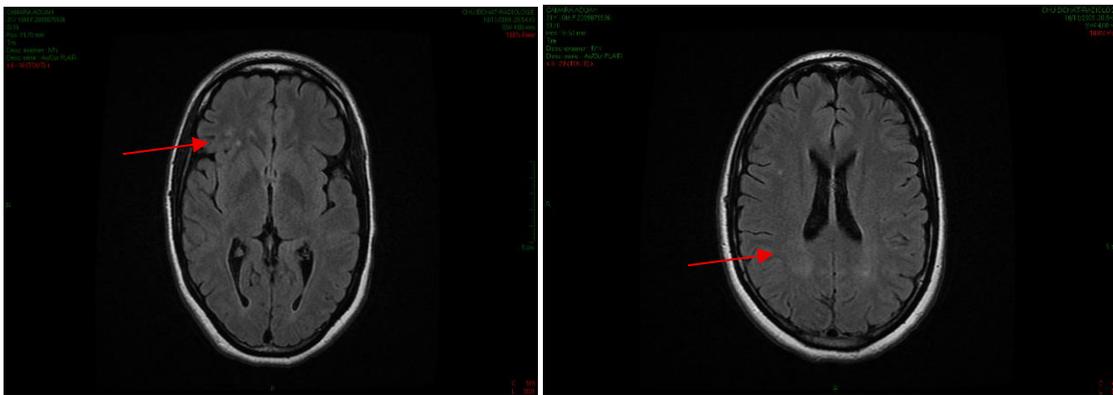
IRM patiente 3 (hypersignaux punctiformes des centres semi-ovales).
